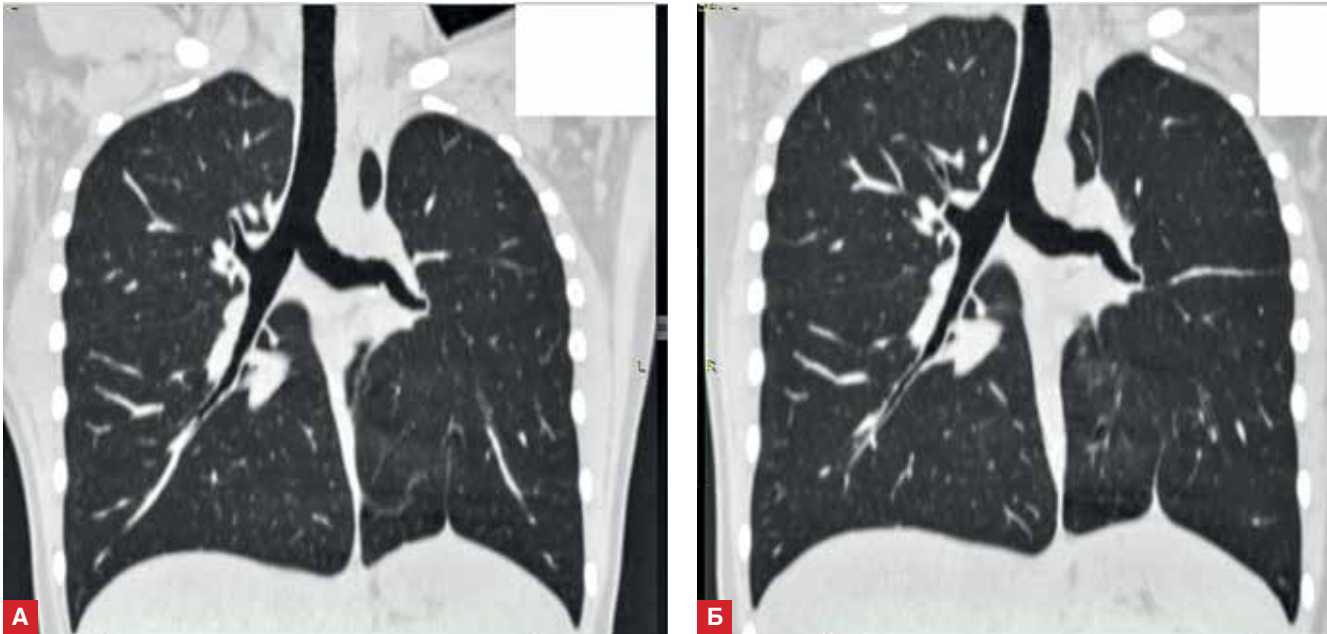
Пациентка Ю. КТ ОГК (фронтальная реконструкция)
